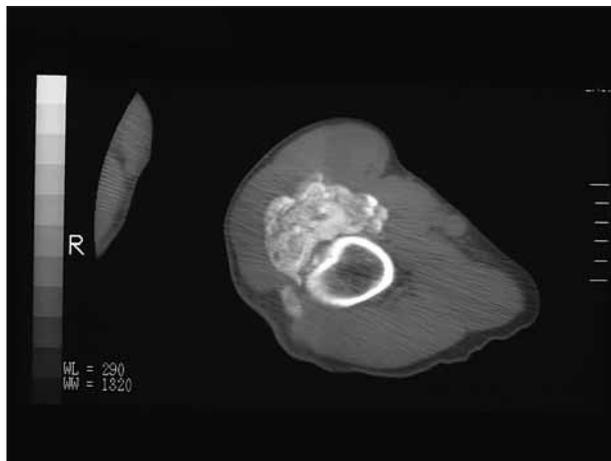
TAC sin contraste que muestra el depósito correspondiente a la calcinosis en el seno del músculo deltoides.
